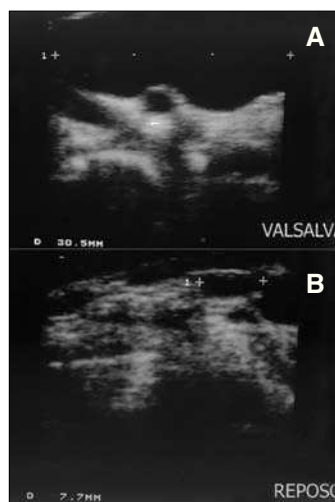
Ecografía Doppler. A) Incremento ($\sim \times 4$) del tamaño de la vena yugular interna mientras sopla un globo. B) Vena yugular interna derecha en reposo con calibre normal.
